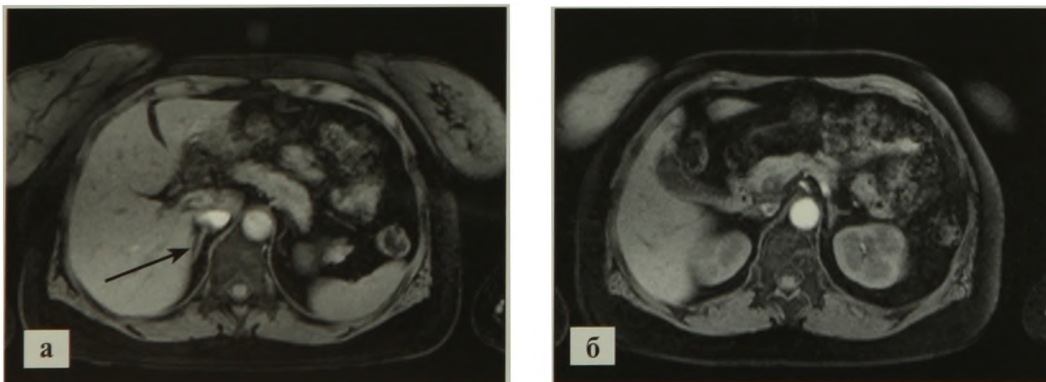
МРТ надпочечников в норме: а – правый надпочечник (стрелка); б – левый надпочечник
